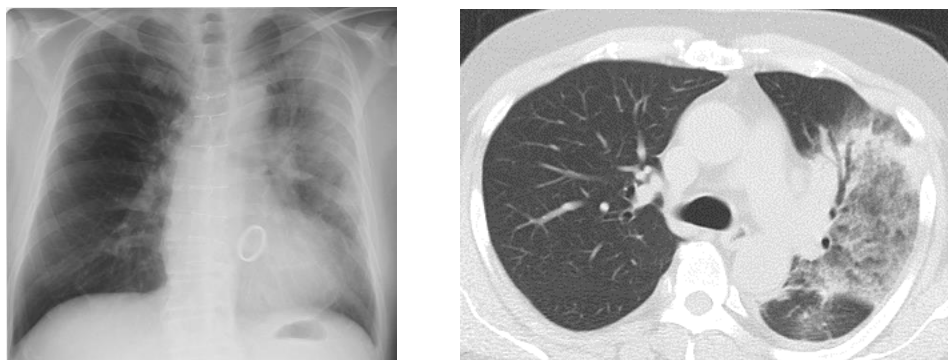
レジオネラ肺炎の 1 例(温泉利用歴あり)(左:単純 X 線、右:CT)
